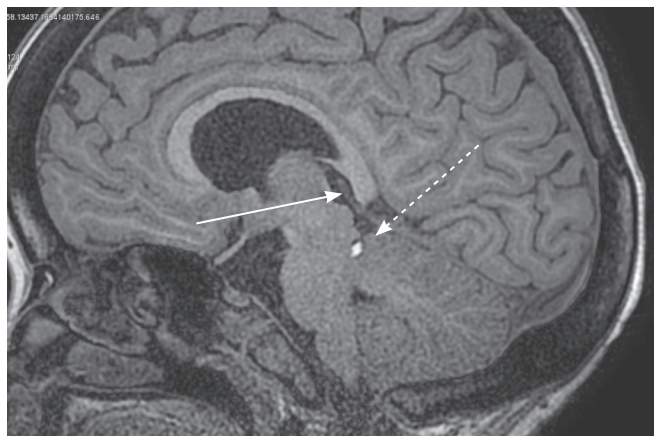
Девочка, 11 лет. МРТ. На сагиттальных T1-изображениях можно увидеть дисгенезию мозолистого тела в виде отсутствия дифференцировки валика (стрелка). Выявляется также патологическое образование с высоким содержанием жира в области обходной цистерны справа (пунктирная стрелка)
